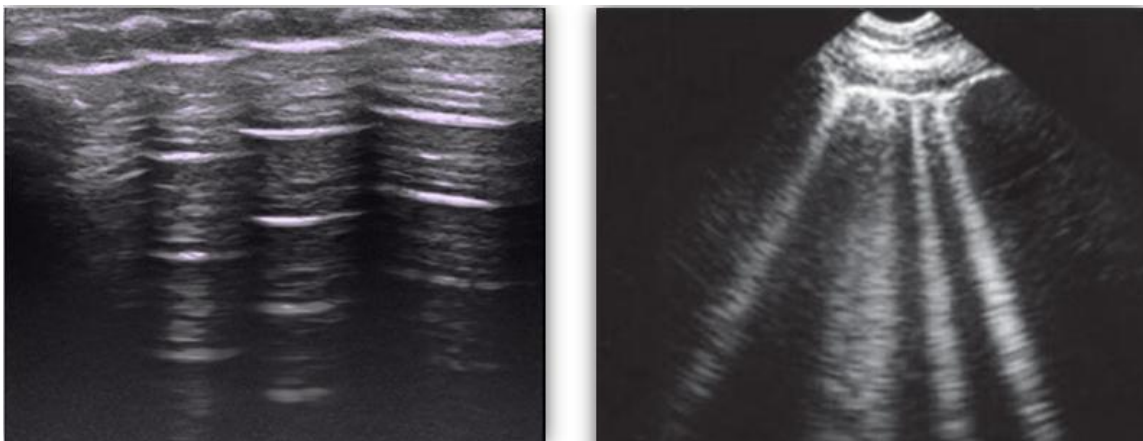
Avaliação de ecografia pulmonar à beira do leito com pulmão padrão A (esquerda) e pulmão padrão B (direita). Imagem de acervo particular.
